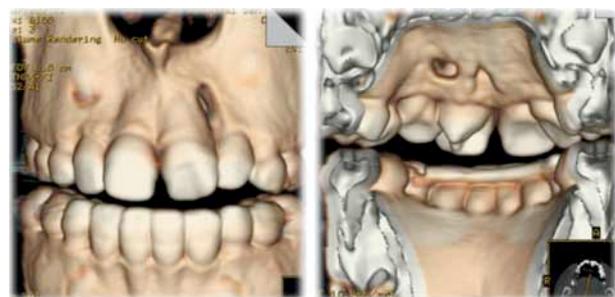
Tomografía. Se observa la localización, tamaño y profundidad de la lesión periapical.
